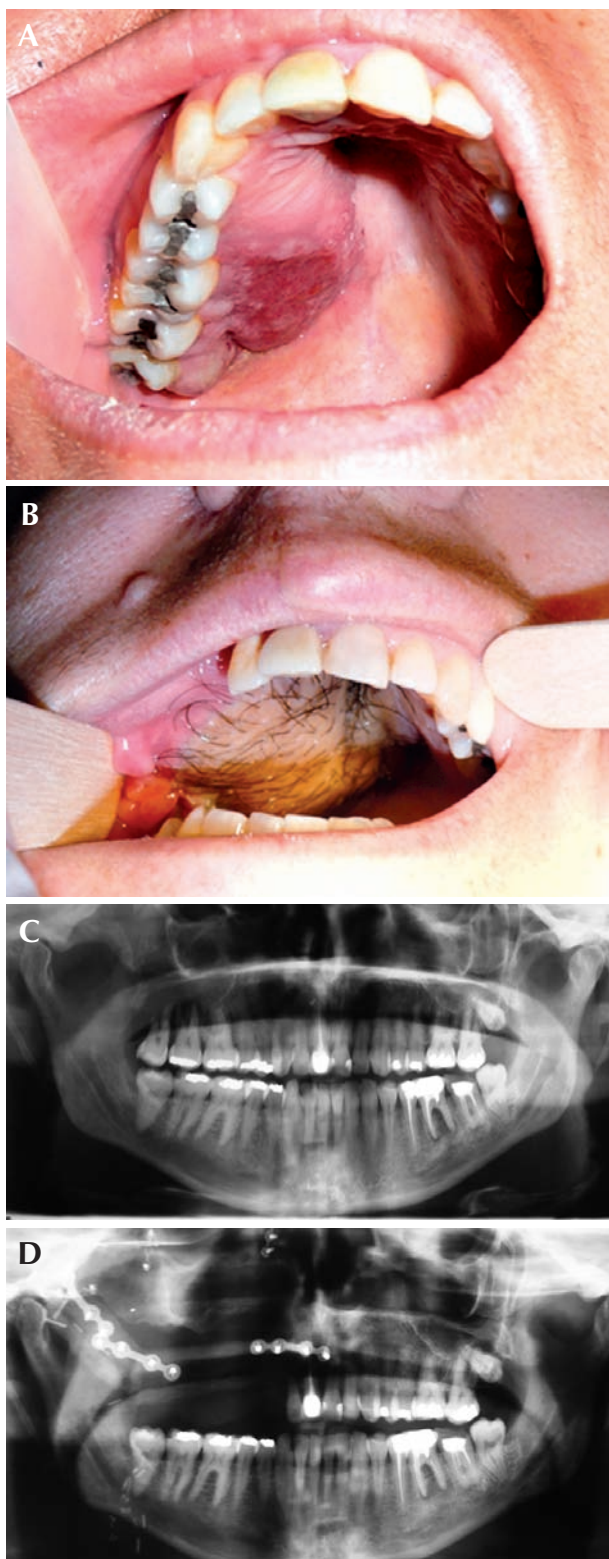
A y B) Pre y postoperatorio de un paciente con carcinoma adenoide quístico de maxilar superior derecho, con infiltración hacia la base del cráneo que fue reconstruido con un colgajo osteocutáneo de peroné. La cantidad de pelo del injerto depende de cada paciente y suele disminuir con la radioterapia. A pesar de todo, la piel de los colgajos y las partes blandas no son las mejores para rodear a los implantes. C y D) Radiografías panorámicas pre y postoperatorias.
